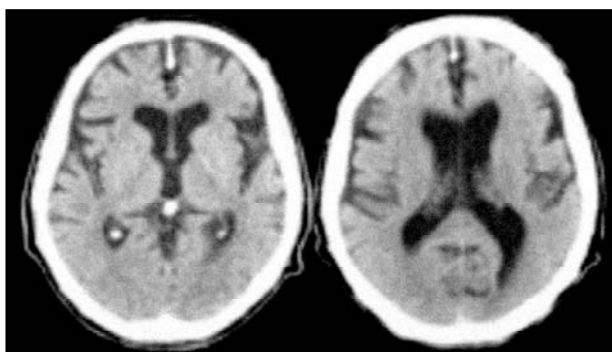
Tomografía axial computada de encéfalo que evidencia una gran atrofia frontotemporal.
